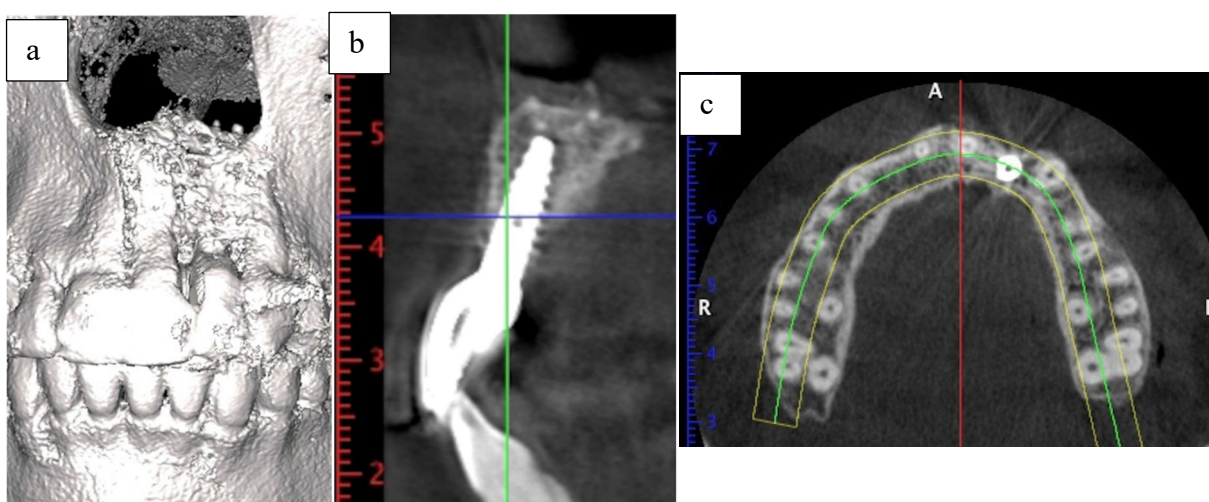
Verificarea rezultatului osteointegrării implantului la CBCT (a) Reconstrucția 3-D, (b) Secțiunea sagitală (c) Secțiunea transversală.
